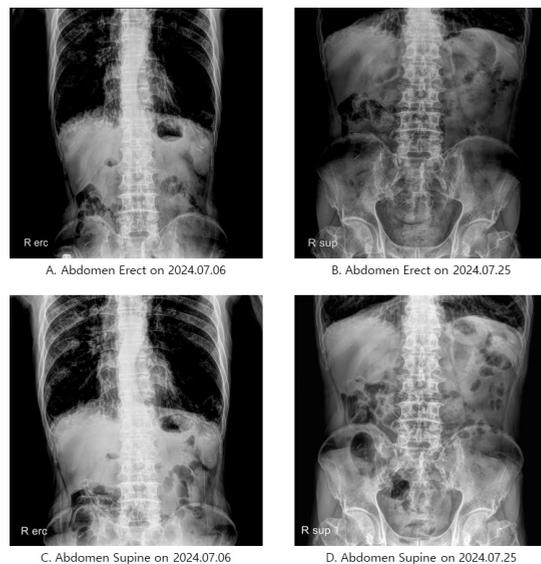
Abdomen erect/supine X-ray.
